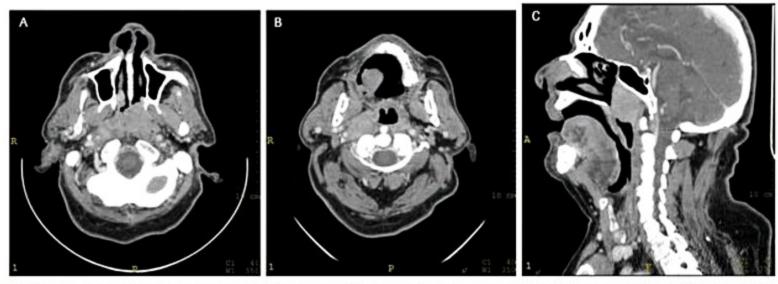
Carcinoma indiferenciado da rinofaringe. TC axial (A e B) e sagital (C). Lesão infiltrativa sólida no espaço mucosofaríngeo da rinofaringe, com predomínio volumétrico à esquerda, associada a linfonodomegalias retrofaríngeas bilateralmente.
